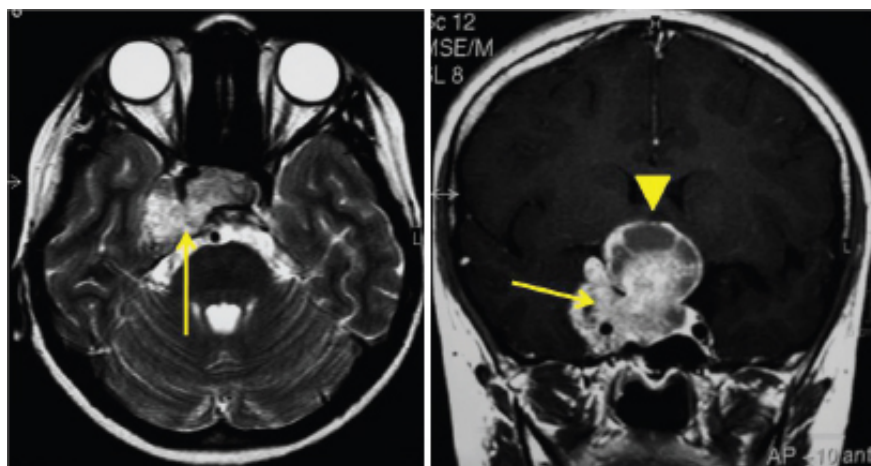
Tumor hipofisário. RM de encéfalo com evidência de lesão heterogênea selar e suprassellar envolvendo o seio cavernoso direito (*setas*) e comprimindo o quiasma óptico (*ponta de seta*).
